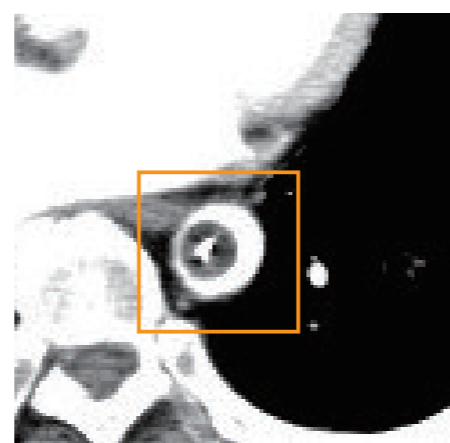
バルーンインフレーション下の造影CT(□)
